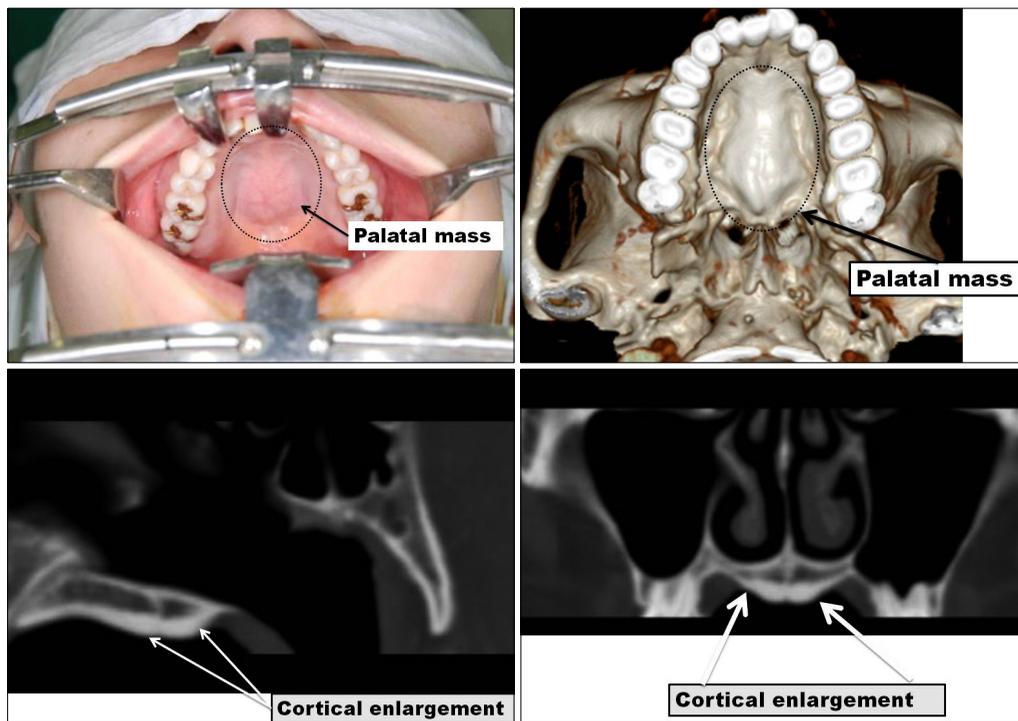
(Above, left) Preoperative photography of 37-year-old female with torus palatinus. About 2 × 3 cm-sized solitary, dome-shaped mass on hard palate is observed. (Above, right) Preoperative 3D CT scan shows solitary, dome-shaped mass on hard palate. (Below, left) Sagittal CT view shows homogeneous palatal mass. (Below, right) Preoperative coronal 3D CT scan shows mass.
